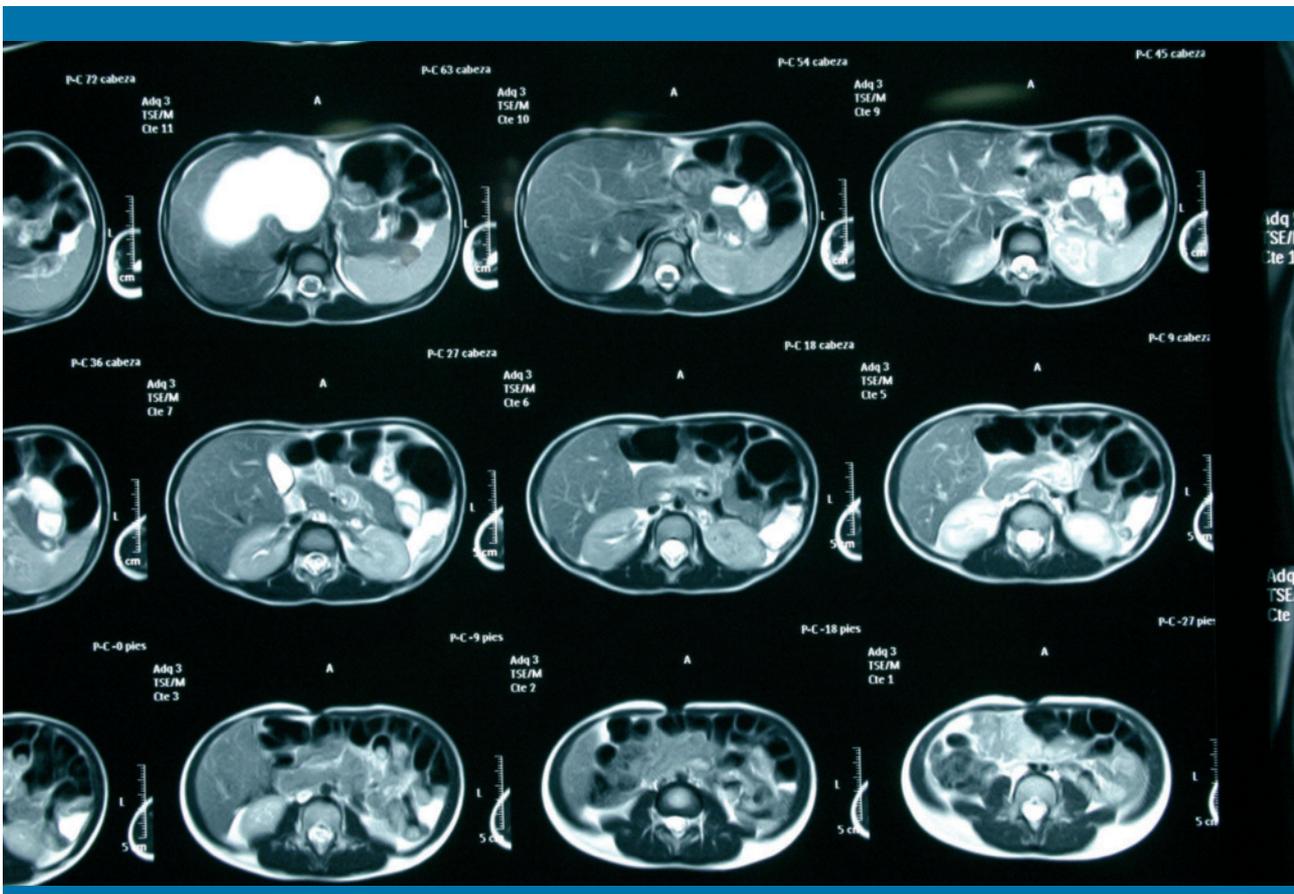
Imagen de RMN que muestra imagen quística bilobulada de 11×7 cm
